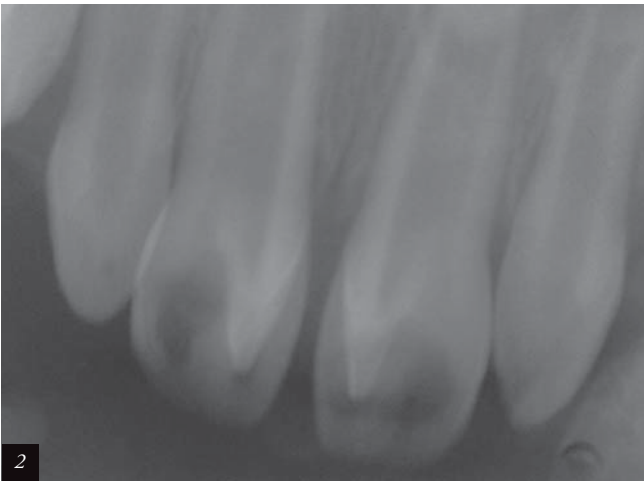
Radiografía periapical: Cada incisivo central superior con su cúspide adicional y su respectiva extensión pulpar.
